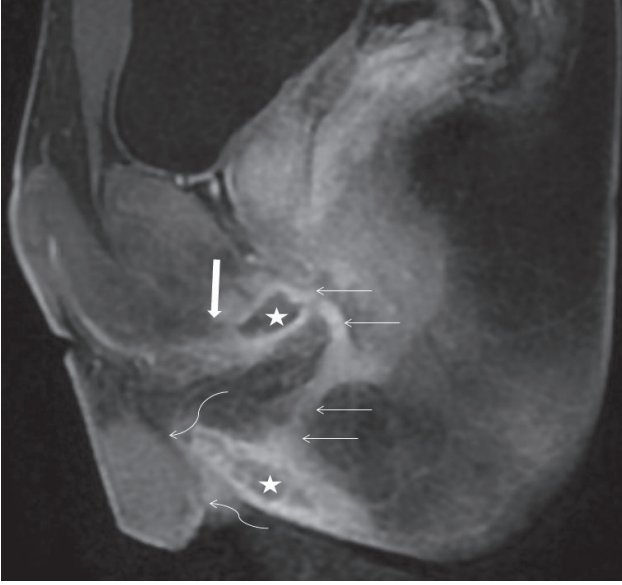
MRG'de sagittal T2 sekansında anal kanalla (kalın oklar) vajen arasında (eğik oklar) fistül traktı (ince oklar) izlenmektedir.
